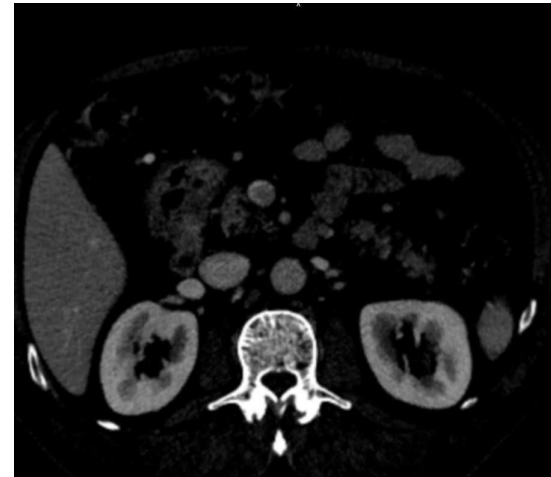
TC abdominal con contraste (axial) que muestra masa mesentérica con retracción de asas intestinales, sugestiva de tumor neuroendocrino.
